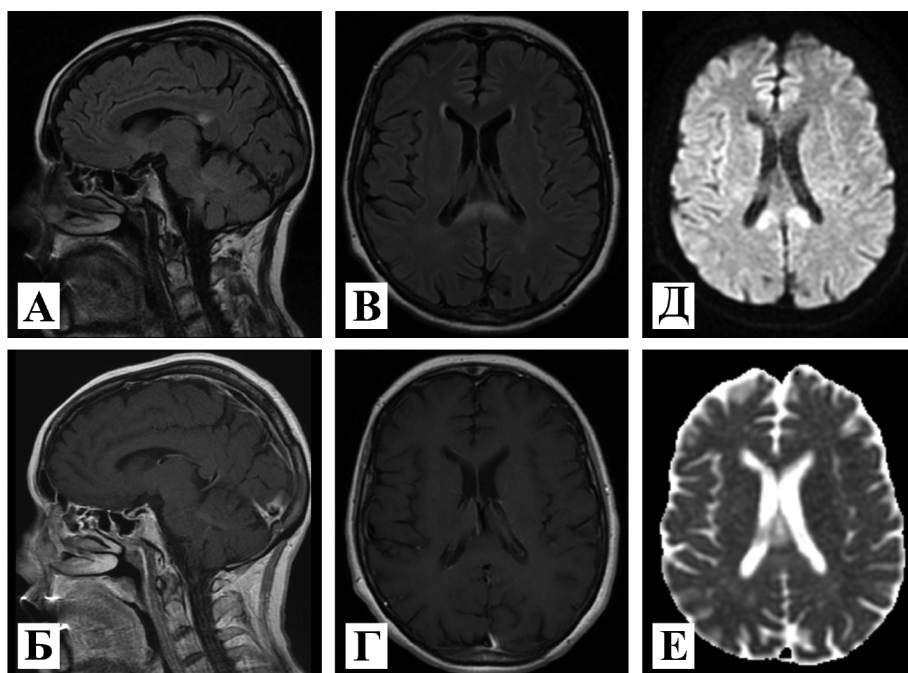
МРТ головного мозга с контрастным усилением, 1,5 Тл. Сагиттальная проекция в режимах: А – T2-FLAIR; Б – T1 с контрастным усилением. Аксиальная проекция в режимах: В – T2-FLAIR; Г – T1 с контрастным усилением; Д – DWI; Е – ADC. Отмечается зона патологического МР-сигнала в валике мозолистого тела с нечеткими контурами, характеризующаяся частично неоднородным гиперинтенсивным МР-сигналом на T2-FLAIR, слабо гипо- и изоинтенсивным на T1 ВИ. При выполнении DWI с $b = 1000$ отмечается преобладание вазогенного отека с наличием линейной формы участка цитотоксического отека.
